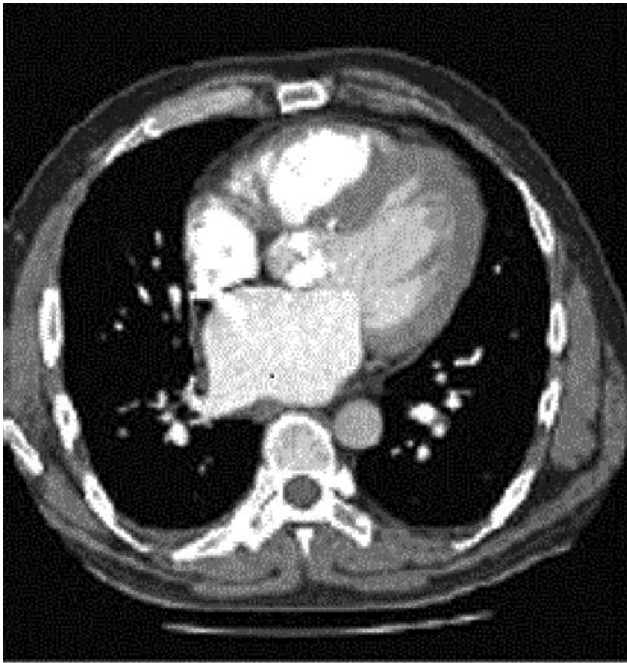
Пациент с диспноэ. КТ с контрастным усилением показывает широко кальцифицированный аортальный клапан с признаками сердечной недостаточности. (Предоставлено Prof. Edwin Van Beek)
